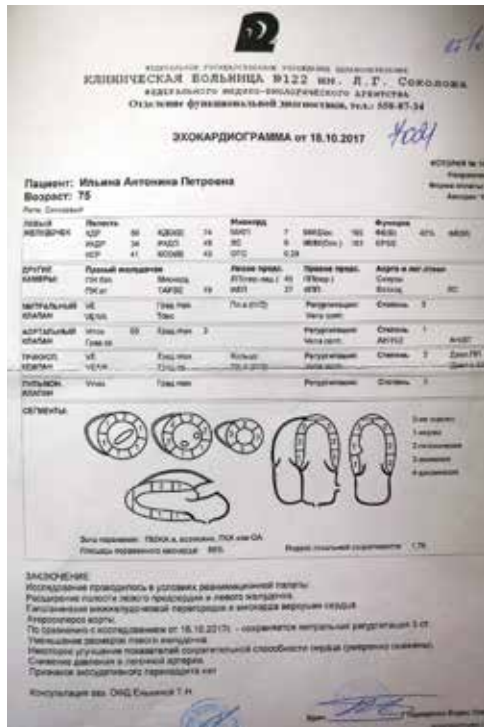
Эхокардиограмма больной И. от 18.10.2017
